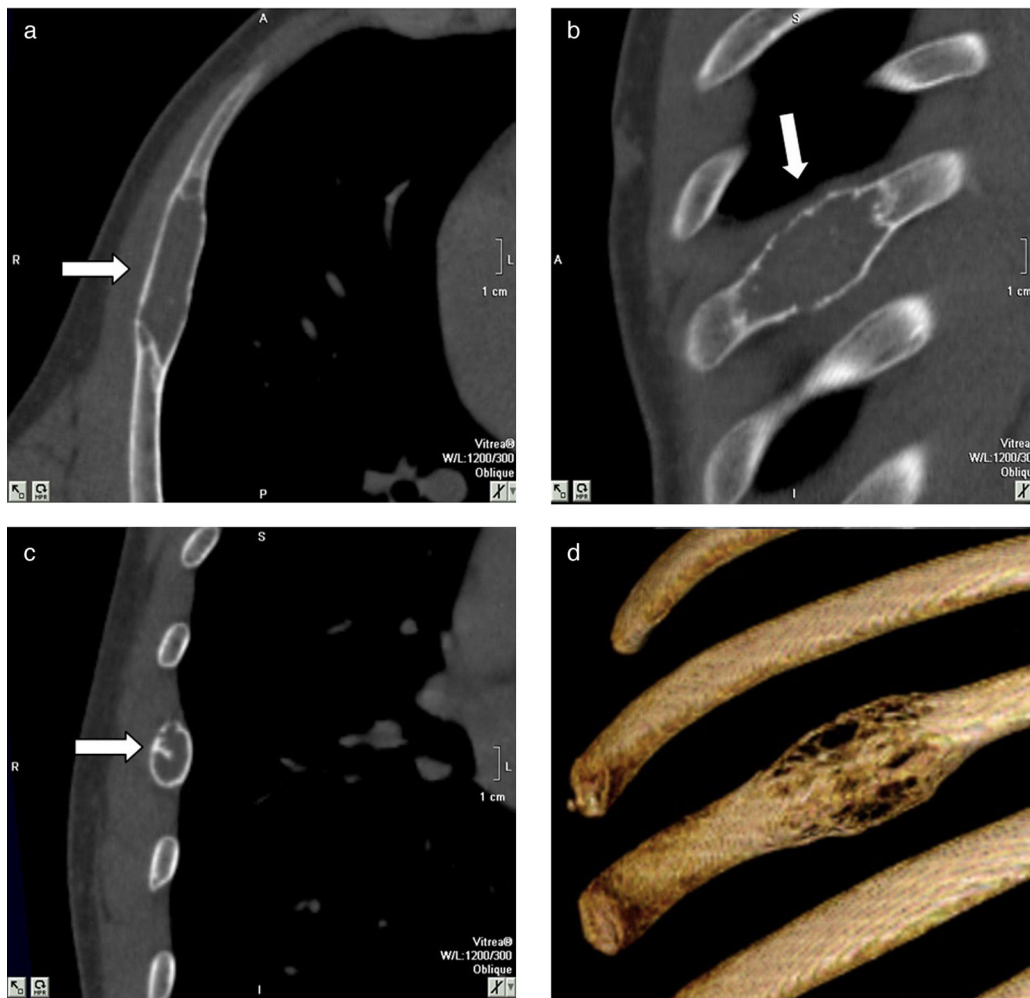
Tomografía computada de tórax en ventana ósea, en cortes (a) axial, (b) sagital y (c) coronal, muestra una alteración morfológica del sexto arco costal derecho, con insuflación de la estructura ósea y pequeñas áreas de aspecto lítico (flechas). La cortical ósea impresiona íntegra y no presenta afectación pleural ni de los planos musculares. (d) La reconstrucción tridimensional objetiva los hallazgos descritos.
